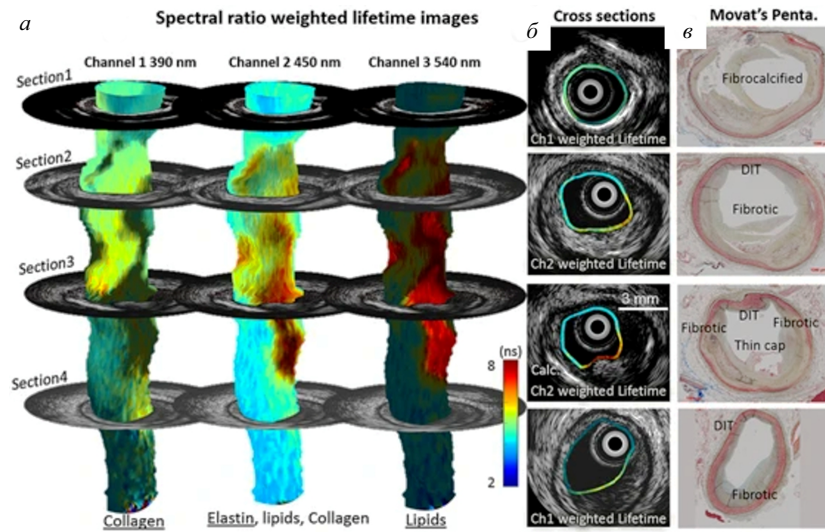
Визуализация состояния коронарной артерии *ex vivo* с помощью мультиспектральной визуализации времени затухания флуоресценции (fluorescence life time imaging, FLIM) и внутрисосудистого УЗИ (intravascular ultrasound, IVUS) для оценки атеросклеротических поражений. Измерение с помощью метода FLIM проводилось в трех спектральных каналах (390, 450 и 540 нм). Цветом обозначено время жизни флуоресценции, яркость соответствует интенсивности сигнала. Рисунок адаптирован из работы [159], распространяемой под лицензией CC-BY
